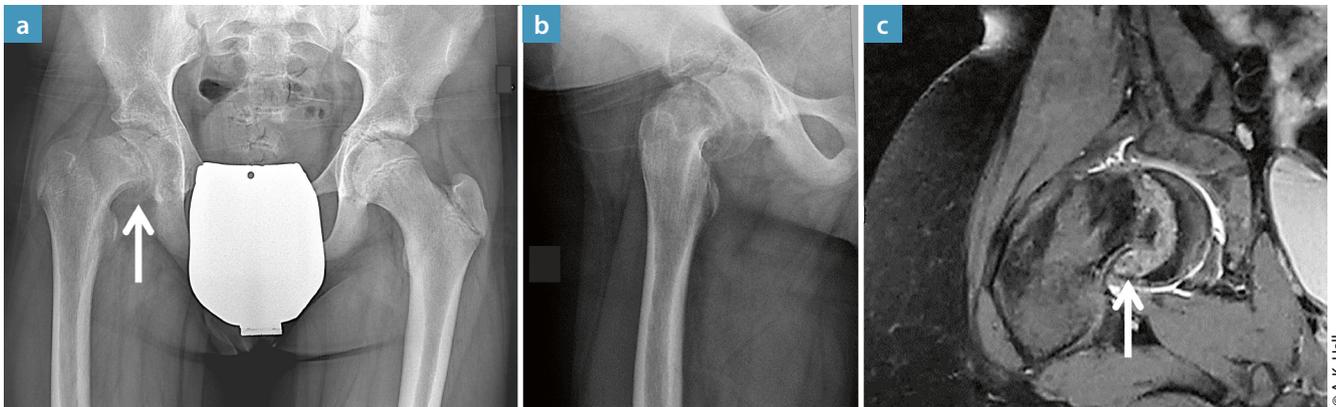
Chronische ECF in zwei Ebenen (a; b) und im MRT (c). In der Anamnese werden Knieschmerzen rechts seit zehn Monaten angegeben. In der Bildgebung ist eindeutig ein Abstützkallus (Pfeil) zu sehen.
